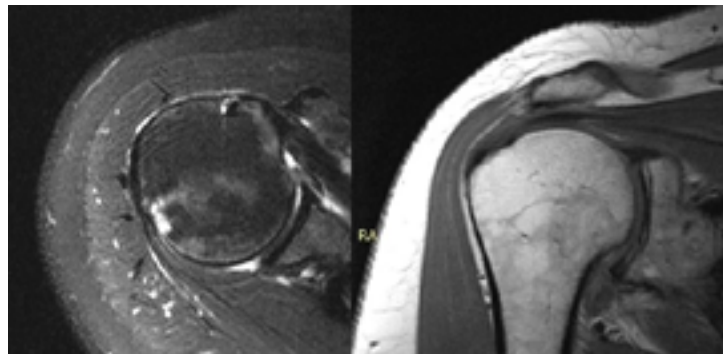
Адгезивный капсулит плечевого сустава (МРТ).
